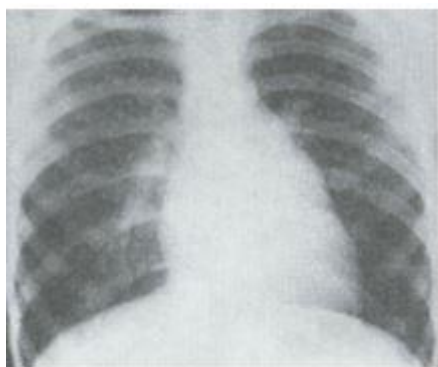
Рисунок №2. Рентгенограмма больного митральным стенозом (в правой передней косой проекции).
